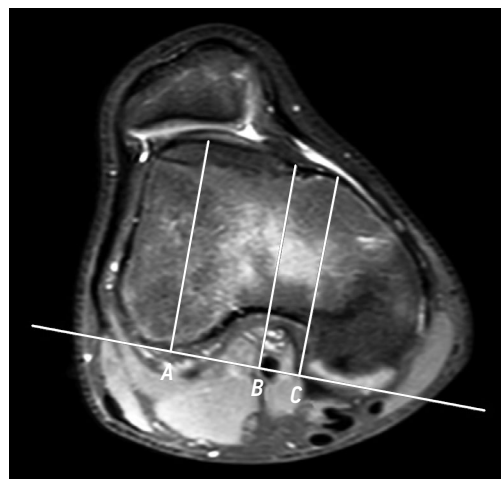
Измерение глубины трохлеарной вырезки по данным магнитно-резонансной томографии у пациентки 16 лет с нестабильностью надколенника: А — максимальное переднезаднее расстояние между мыщелками бедра и латеральной фасеткой; В — максимальное переднезаднее расстояние между мыщелками бедра и наиболее глубокой частью трохлеарной вырезки; С — максимальное переднезаднее расстояние между мыщелками бедра и медиальной фасеткой.
